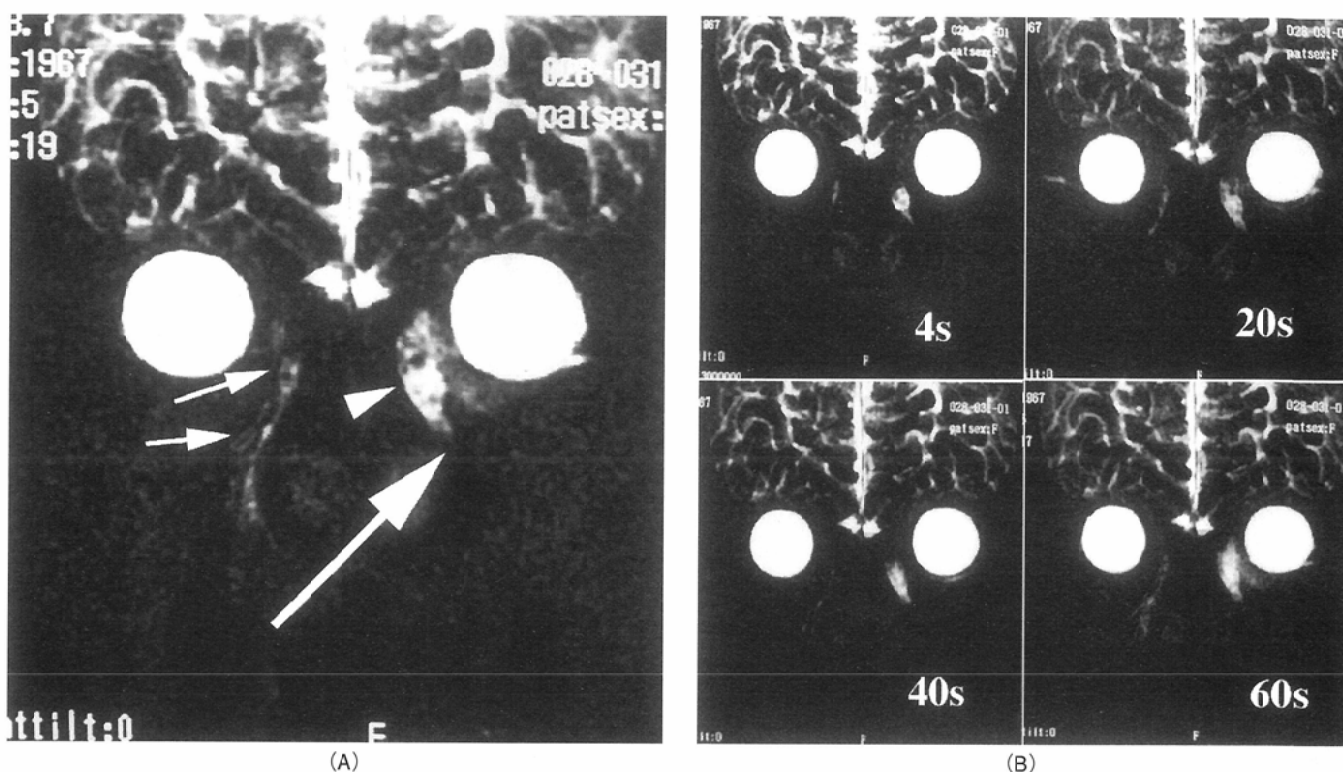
A: Dynamic magnetic resonance dacryocystography (MRD) performed on the same patient as shown in Fig.1. The presented image was acquired 44 seconds after the injection of saline-xylocaine was started. The dilated left lacrimal sac was depicted (arrowhead), but the passage of the left lacrimal duct was undetectable throughout the repeated imagings. Non-dilated lacrimal duct is shown on the contralateral side. Large arrow: obstructed point. B: Four consecutive images acquired using dynamic MRD show chronological changes occurred in the nasolacrimal duct 4 s, 20s, 40s and 60s after saline-xylocaine mixture injection.
